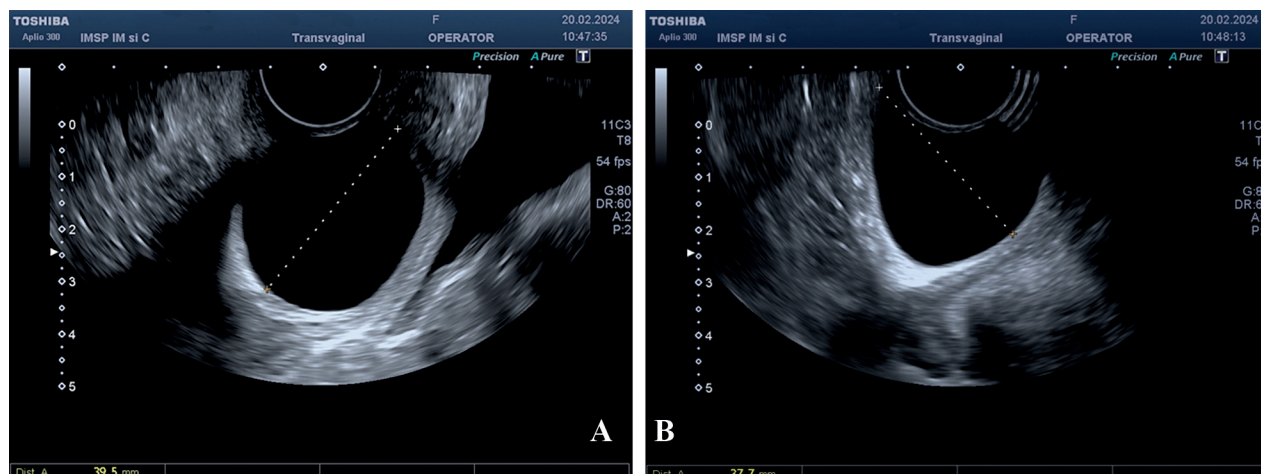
(A, B). Ultrasonografie transvaginală: formațiune chistică cu pereții subțiri pe peretele lateral stâng a vaginului (*) cu dimensiunile 39.5x37.7 mm.
